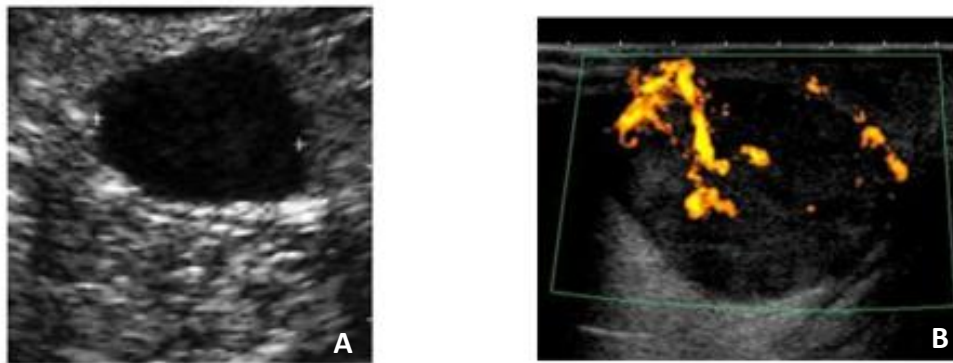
Aspect échographique d'un ganglion inguinal métastatique typique de mélanome : hypertrophié, sphérique, très hypoéchogène, avec perte du hile hyperéchogène (A), avec signal doppler diffus (B). (S Chagnon) [48]
